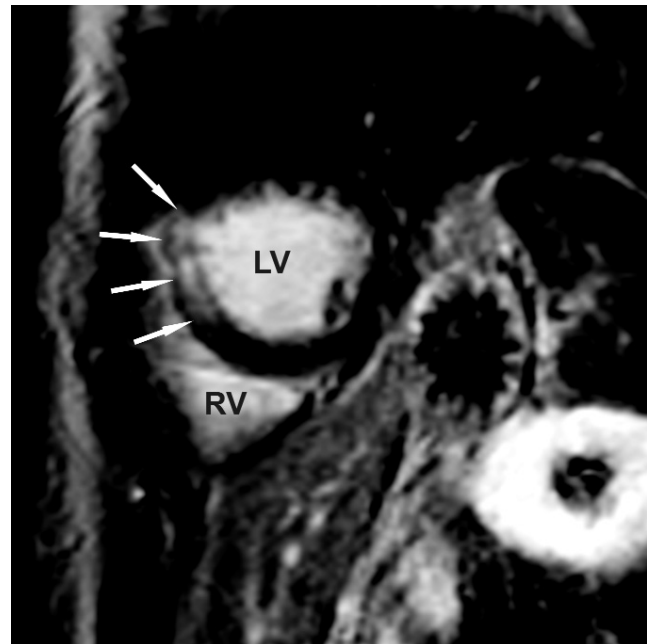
Kardiovaskuläre Magnetresonanztomographie. Kurze Achse, T1 gewichtete Dual-IR-Sequenz (kontrastmittelverstärkte Spätaufnahmen, late enhancement). Vitales Myokard stellt sich in dieser Technik durch einen speziellen Vorpuls „dunkel“ dar, Abgrenzung des anteroseptalen Infarktareals – es zeigt sich anteroseptal ein relativ umschriebenes Areal mit in dieser Schicht nahezu transmuraler, infarkttypischer KM-Speicherung (Pfeile, Rechts und linksventrikuläres Cavum sind entsprechend gekennzeichnet). Insgesamt präsentiert sich die Infarktausdehnung nicht vollständig transmural.
